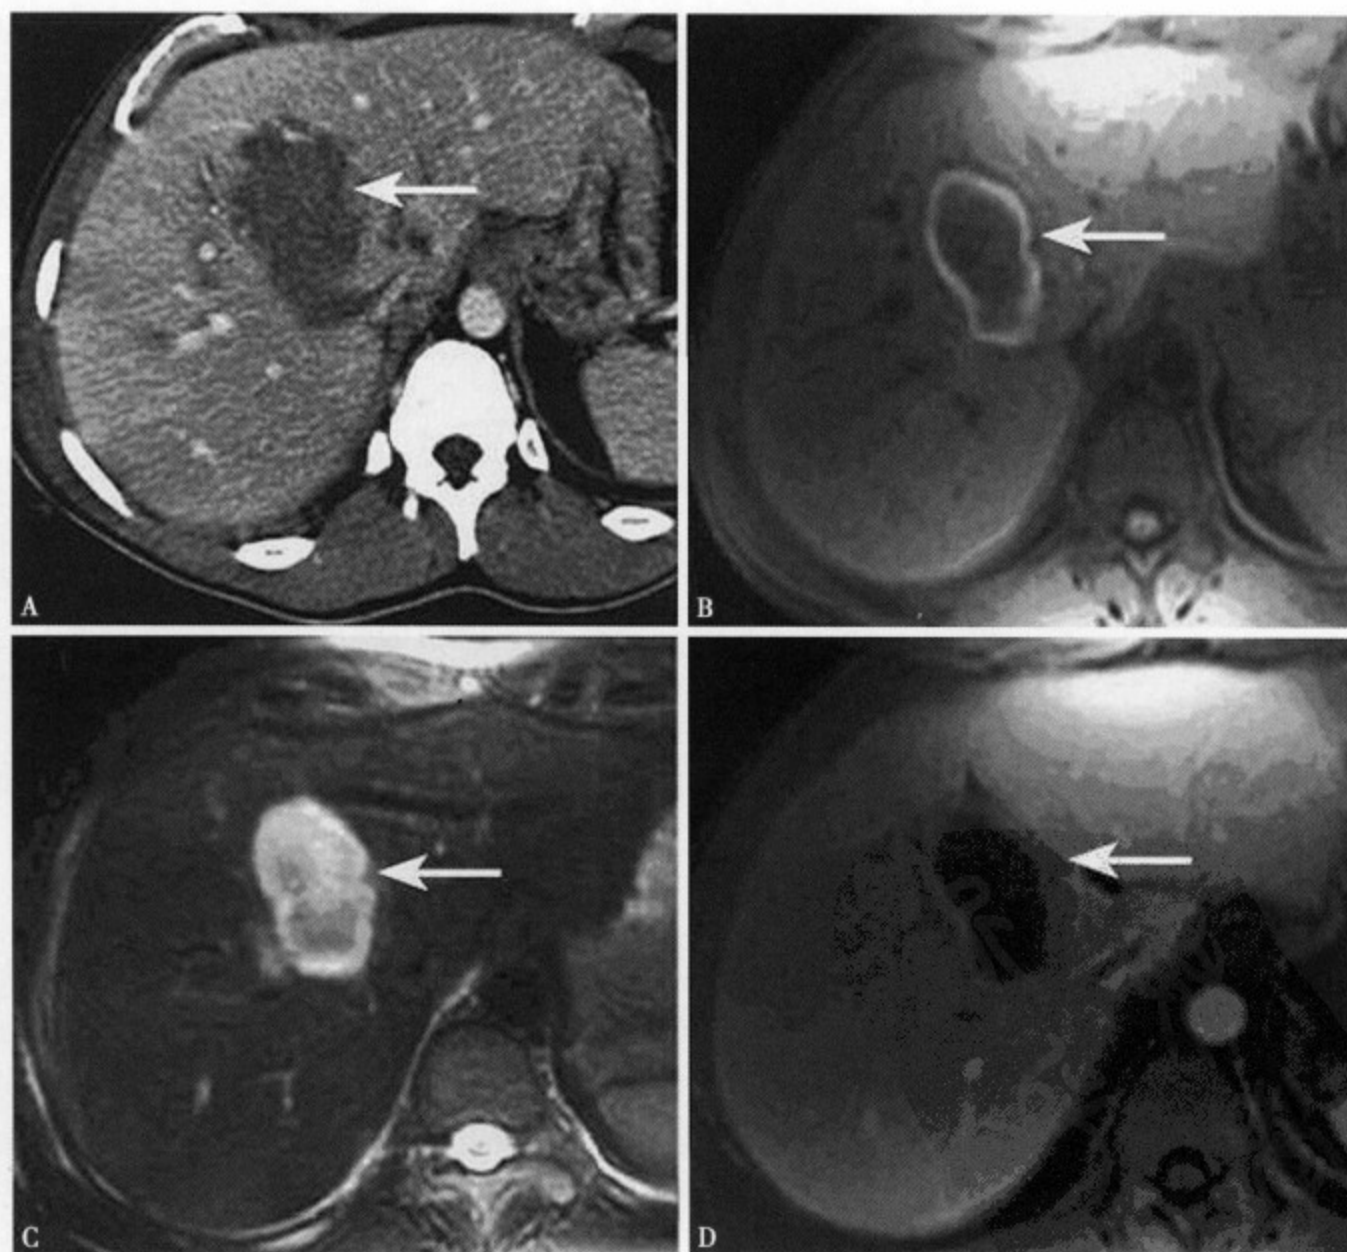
肝内血肿：CT增强(A)扫描示血肿呈明显低密度影。MRI平扫 T_1 WI(B)肝内亚急性血肿，病灶中心呈低信号，边缘呈环状高信号； T_2 WI(C)病灶边缘仍呈环状高信号，中心信号高低不均；增强 T_1 WI(D)，血肿中心呈明显低信号，边缘相对强化肝脏呈等信号
